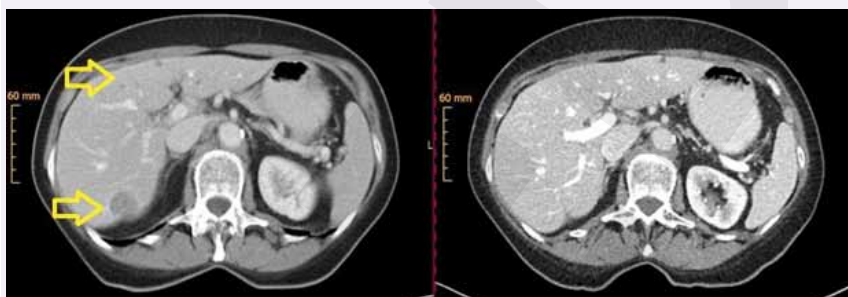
CT Abdomen 2014 (links) mit Lebermetastasen und 2016 (rechts) mit anhaltender Partialremission unter Alectinib (Fall 1).
